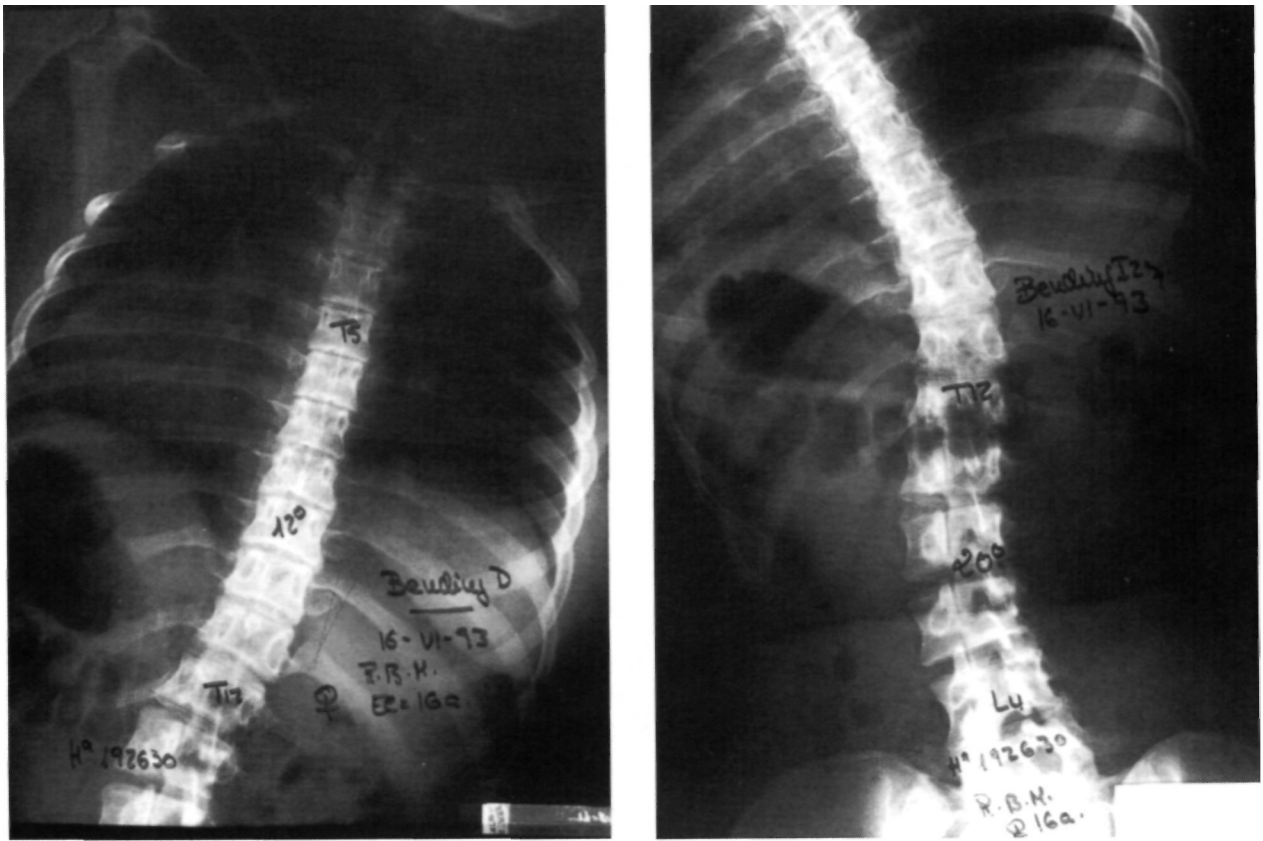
A: Radiografías en inclinación derecha e izquierda. B: La curva lumbar se reduce a 20° y la torácica a 12°.
